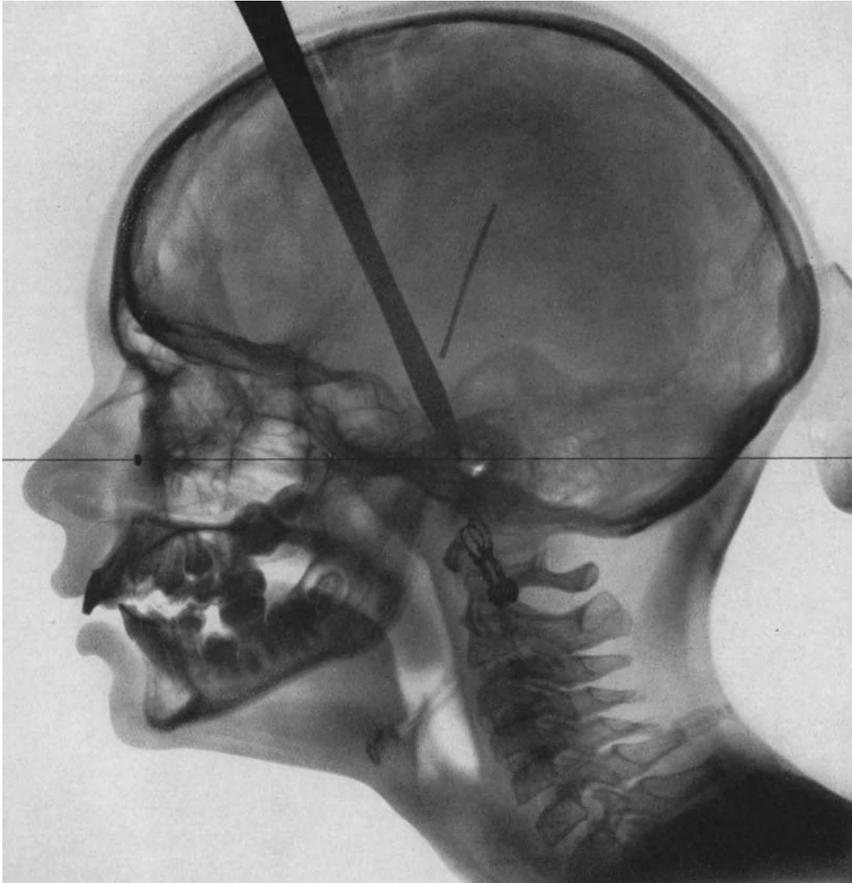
Fernröntgenaufnahme zum Fall der Abb. 901—903.
